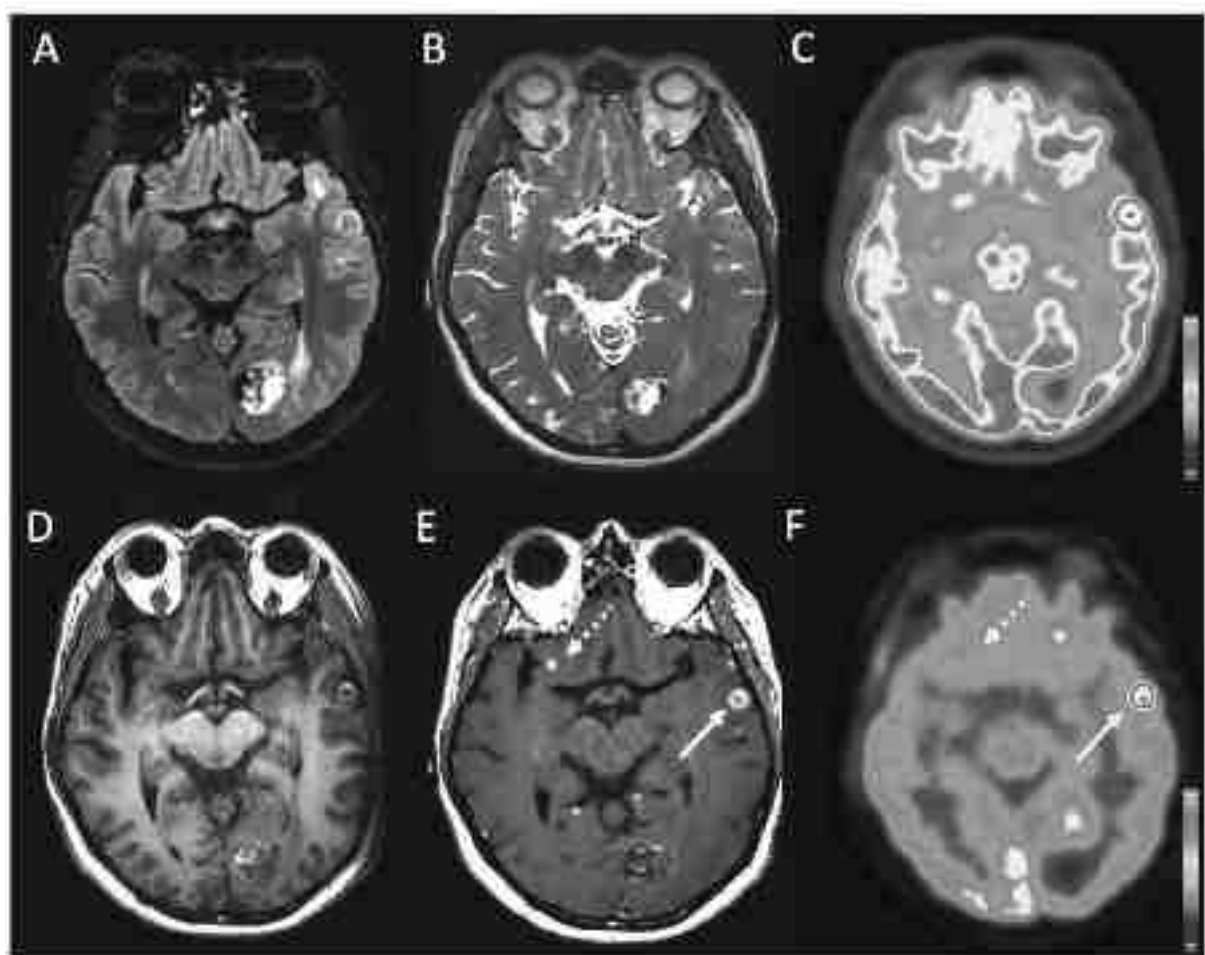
Détection d'une nouvelle lésion en IRM non détectable en TEP. Coupes axiales : IRM FLAIR (A), IRM T2 (B), TEP ^{18}F -FDG 30 min (C), IRM T1 (D), IRM T1 Gd+ (E), TEP FDG 4H (F).
